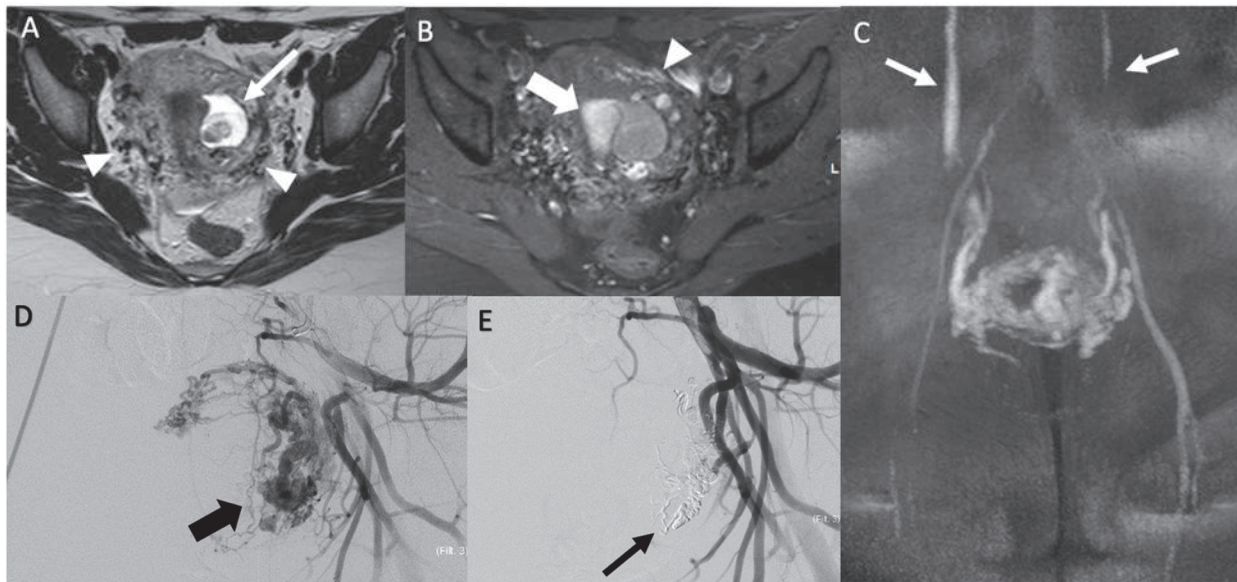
patiente de 33ans, antécédent d'IVG médicamenteuse et de césarienne. A et B – séquence axiale en pondération T2 et T1 avec saturation de la graisse après injection de gadolinium montrant une masse hétérogène à la jonction endomètre-myomètre (flèche), associée à une hématométrie (flèche large), et de larges vaisseaux à sa périphérie, au sein des vaisseaux arqués et des paramètres (tête de flèche). C – séquence d'angio-IRM 4D montrant un retour veineux précoce bilatéral plus marqué à droite (flèches). D et E – session d'embolisation avec visualisation première du réseau hypervasculaire et du nidus (flèche large), n'étant plus opacifié après embolisation à l'aide d'Onyx® (flèche).
